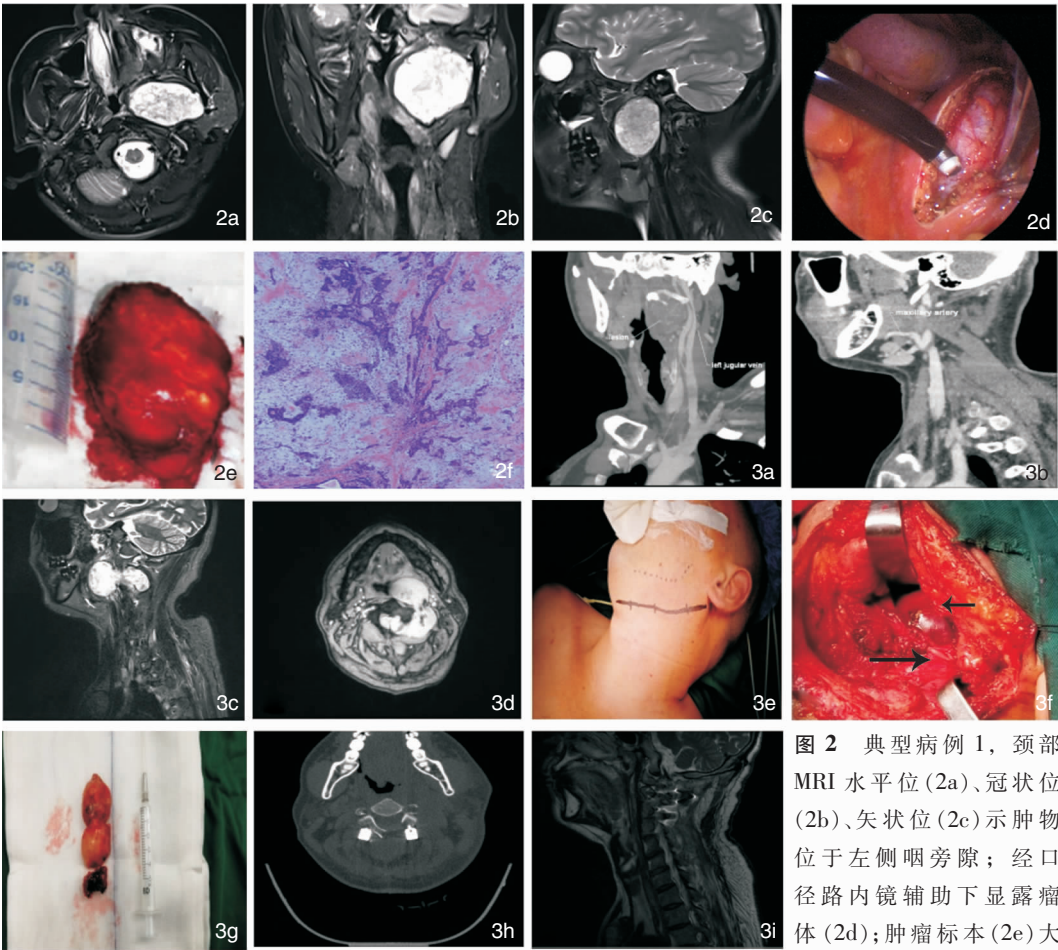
典型病例 1，颈部 MRI 水平位 (2a)、冠状位 (2b)、矢状位 (2c) 示肿物位于左侧咽旁隙；经口径路内镜辅助下显露瘤体 (2d)；肿瘤标本 (2e) 大
